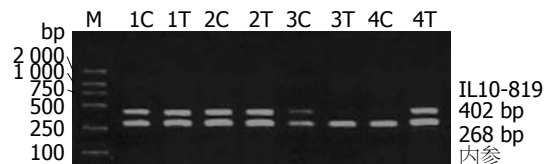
IL10基因-819位点的PCR-SSP结果。1, 2: 杂合子CT; 3: 野生型CC; 4: 纯合突变型TT。
